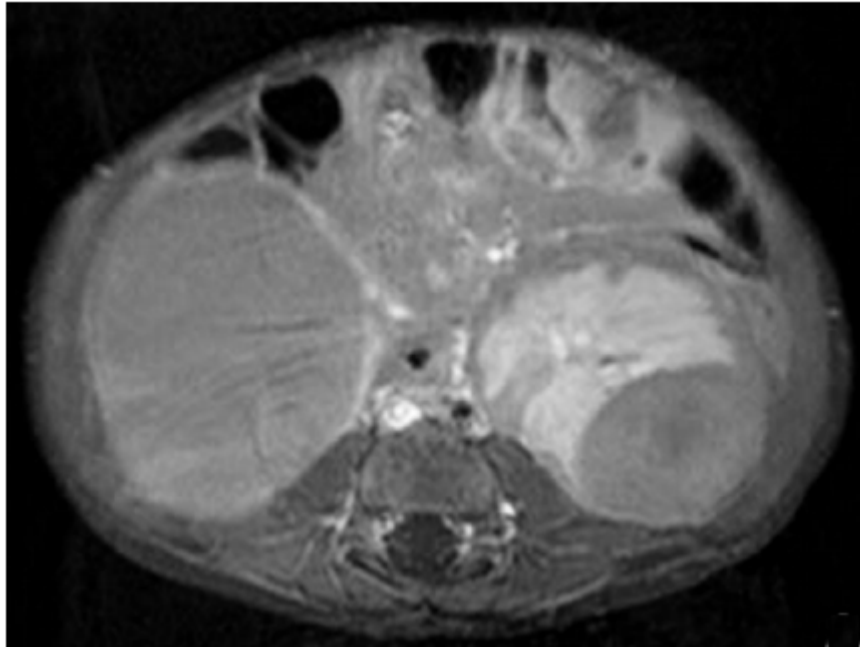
IRM axiale pondérée en T1, avec rehaussement par produit de contraste. Tumeurs des pôles inférieurs droit et gauche, compatibles avec une tumeur de Wilms bilatérale. Mais la partie antérieure du rein gauche est aplatie par un tissu évoquant des résidus néphrogéniques périlobaires diffus(37).
